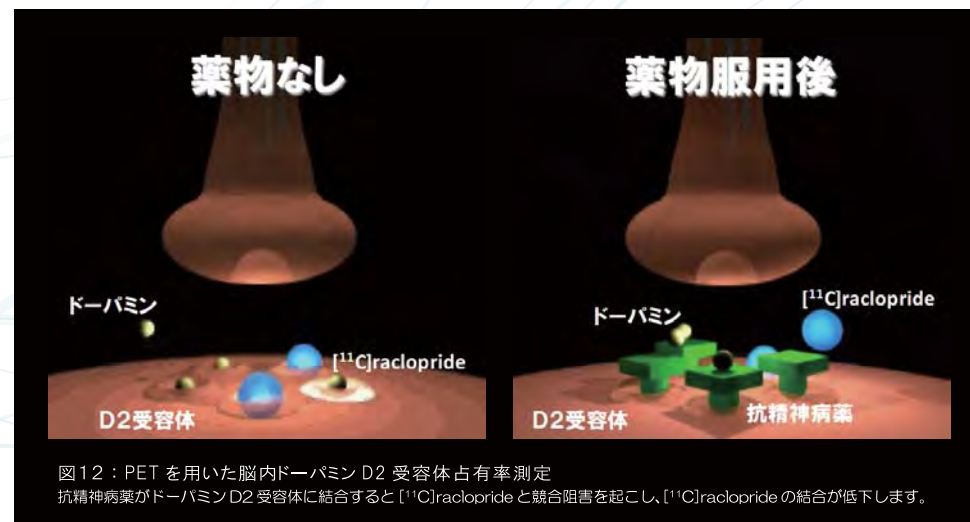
PETを用いた脳内ドーパミンD2受容体占有率測定
